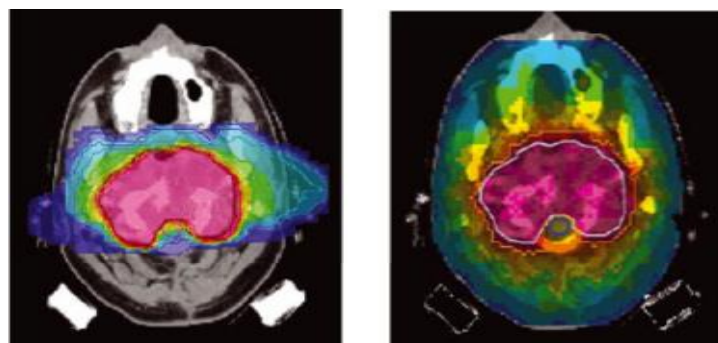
Vergleich der Bestrahlungspläne einer ^{12}C - (IMPT, links) und Röntgenbestrahlung (IMRT, rechts; Kraft 2008)
